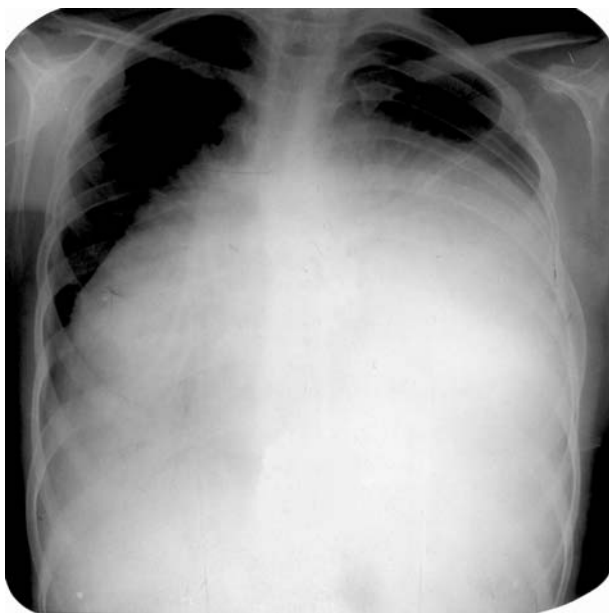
Обзорная рентгенограмма органов грудной клетки больной С., 15 лет в прямой проекции
